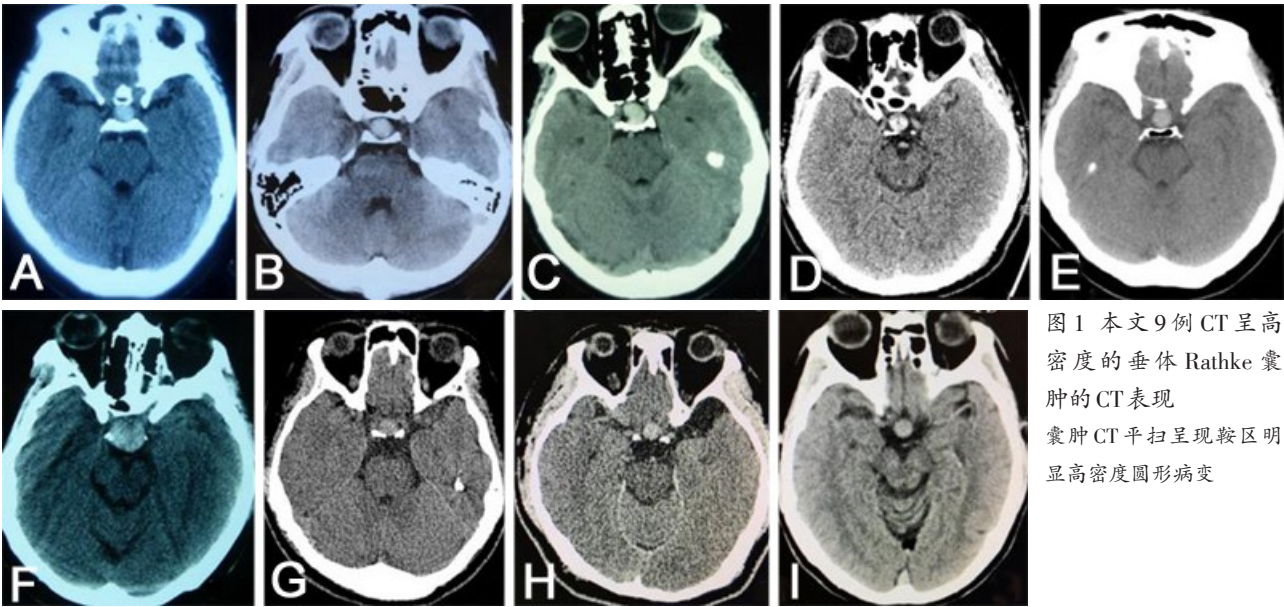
本文 9 例 CT 呈高密度的垂体 Rathke 囊肿的 CT 表现
